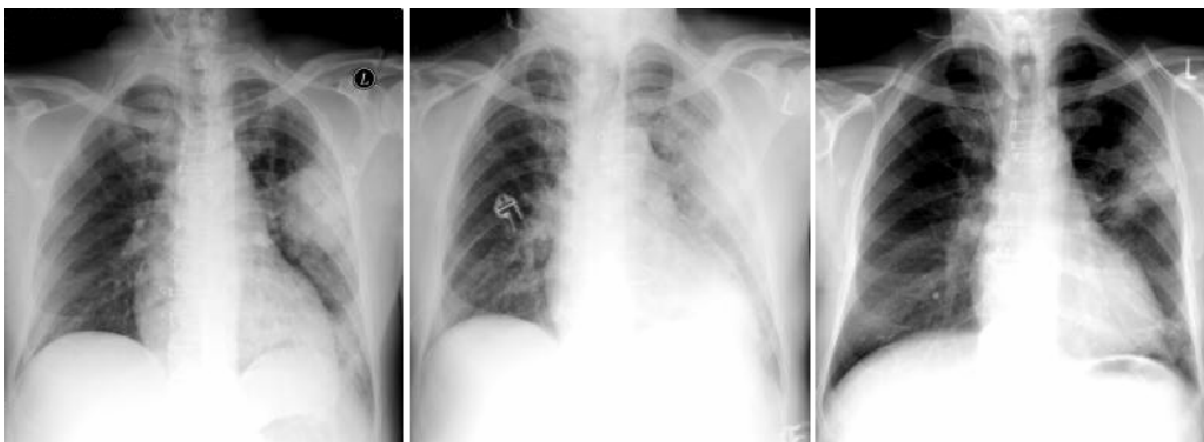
Verlauf einer schweren ambulant erworbenen Lobärpneumonie durch *S. pneumoniae*. Röntgen-Thorax-Aufnahmen an Tag 1, 2 und 5 des Krankenhausaufenthaltes unter Behandlung mit Moxifloxacin.
